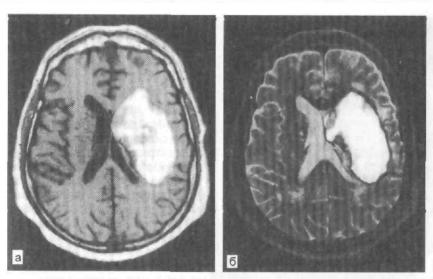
Кровоизлияние в мозг. Обширная гематома в медиальных структурах левого полушария. МРТ в режимах Т1 (а) и Т2 (б).
